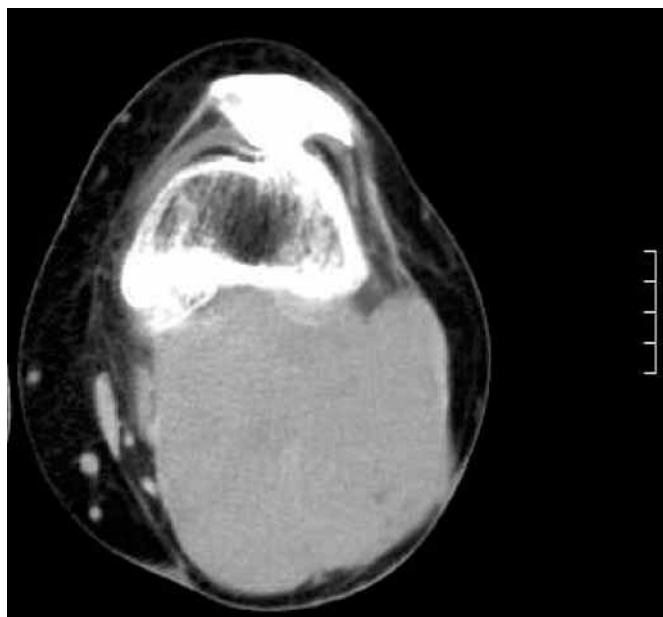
Хворий Д., СКТ ділянки колінного суглоба. Дослідження до початку лікування. Синовіальна саркома м'яких тканин колінного суглоба. Об'єм пухлини 693,7 см³
